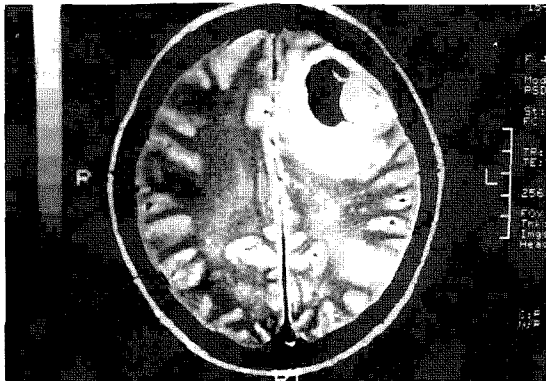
The MRI reveals a large hemorrhagic tumor mass with necrosis in the left temporal lobe.
